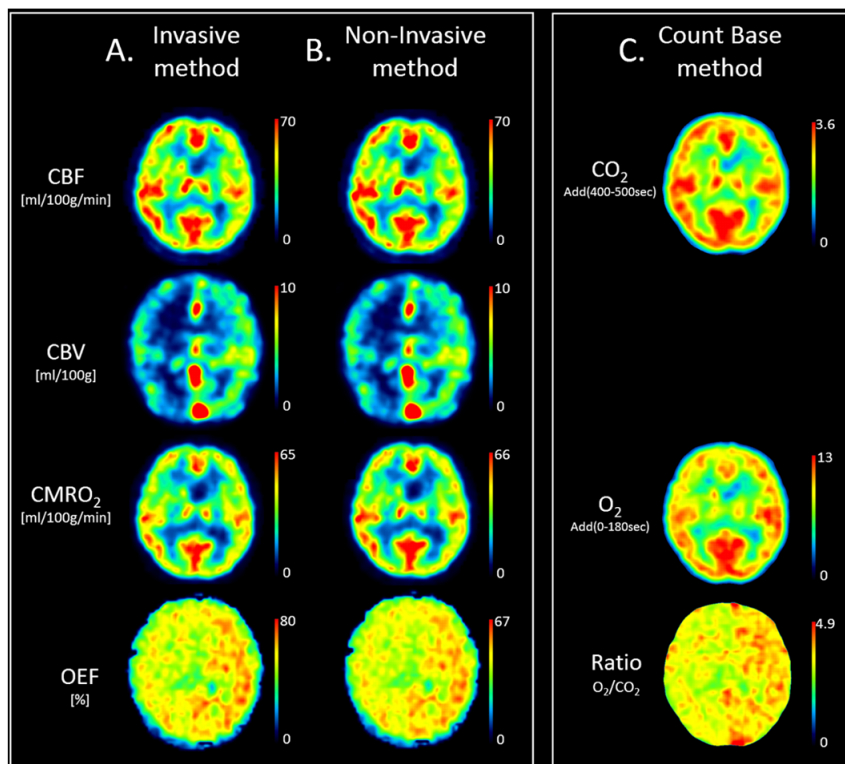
Typical comparison of functional CBF, CMRO₂ and OEF images obtained with the invasive-arterial input function (A), PET image-derived arterial input function (B), and count-based techniques (C) in a patient with the misery perfusion. See text for details.
